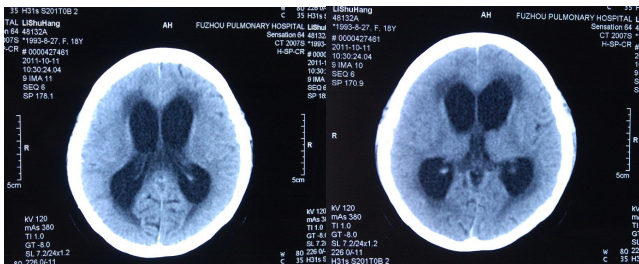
头颅CT(2011.10.12):脑室明显扩大,考虑脑积水,双侧脑室旁脑白质密度减低,双侧基底节区可疑小斑片状低密度影
